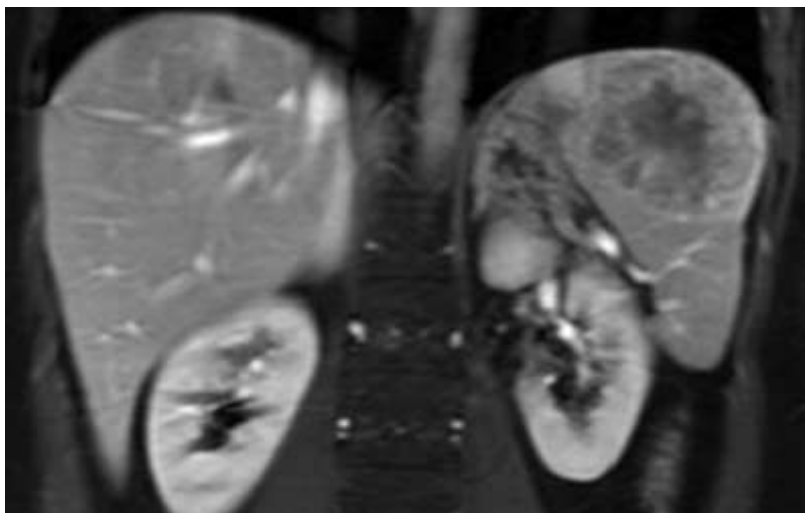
MRT (T1w FS COR; post KM): peripheres speichenförmiges («spoke wheel») und randständiges («rim») Enhancement der SANT in arterieller Kontrastmittelphase.
